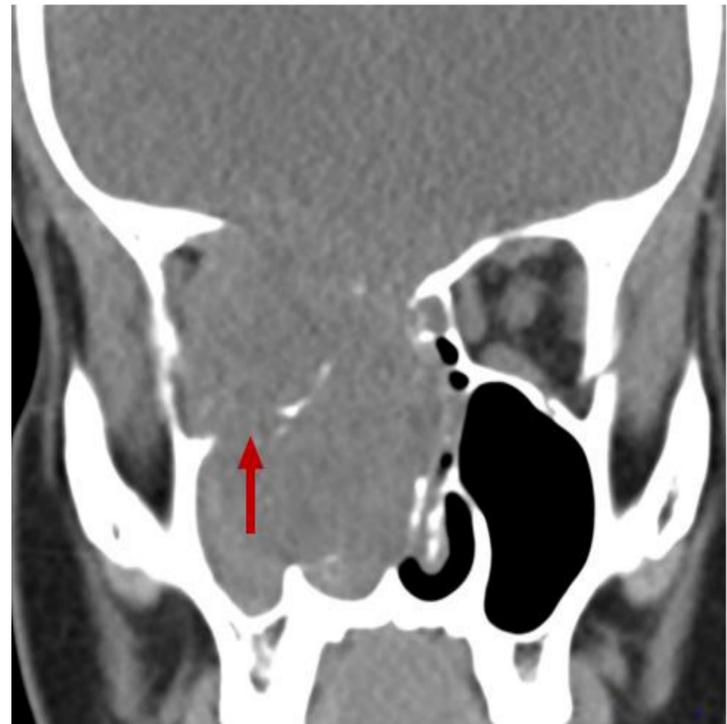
TAC axial sin contraste. Destrucción del suelo orbitario. Leiomiosarcoma Grado 2
